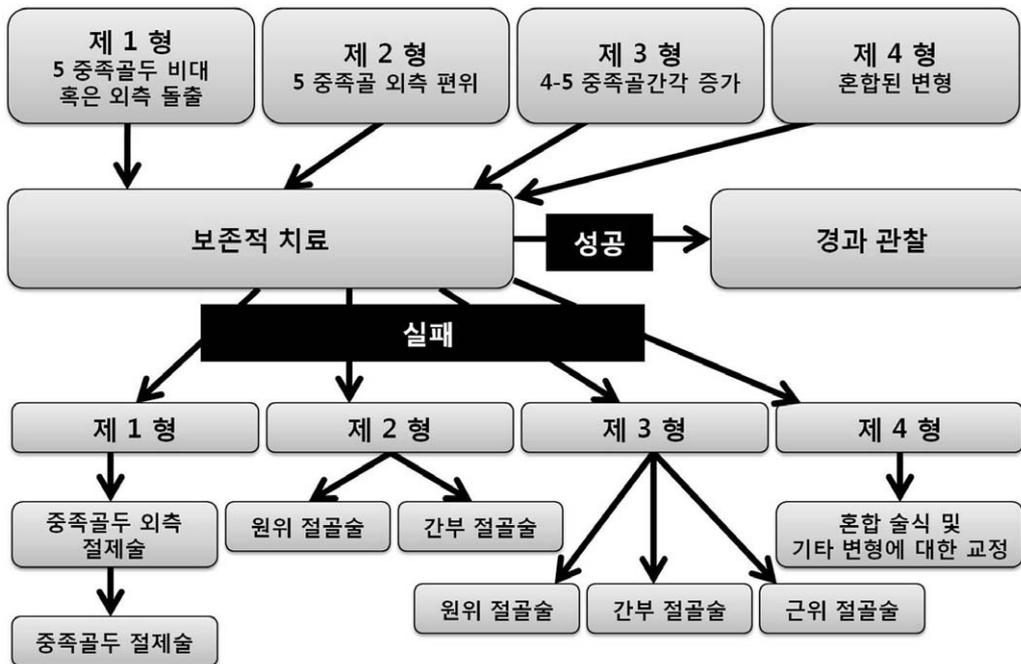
Algorithm for a selection of surgical procedure for bunionette. The careful physical examination and radiographic assessment is important to determine the specific pathological elements that need an operative correction.
